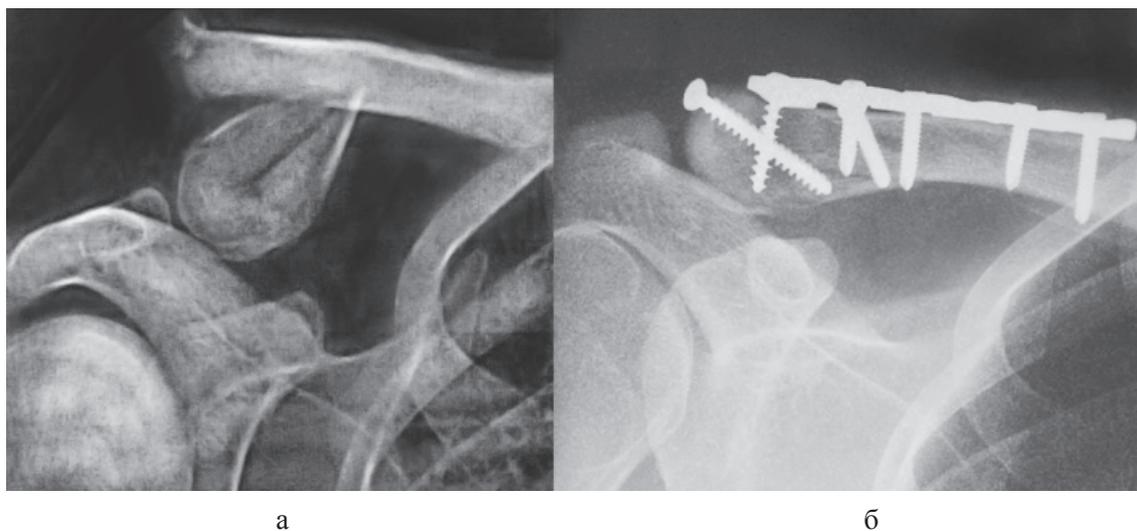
Рентгенограммы больного К.:
